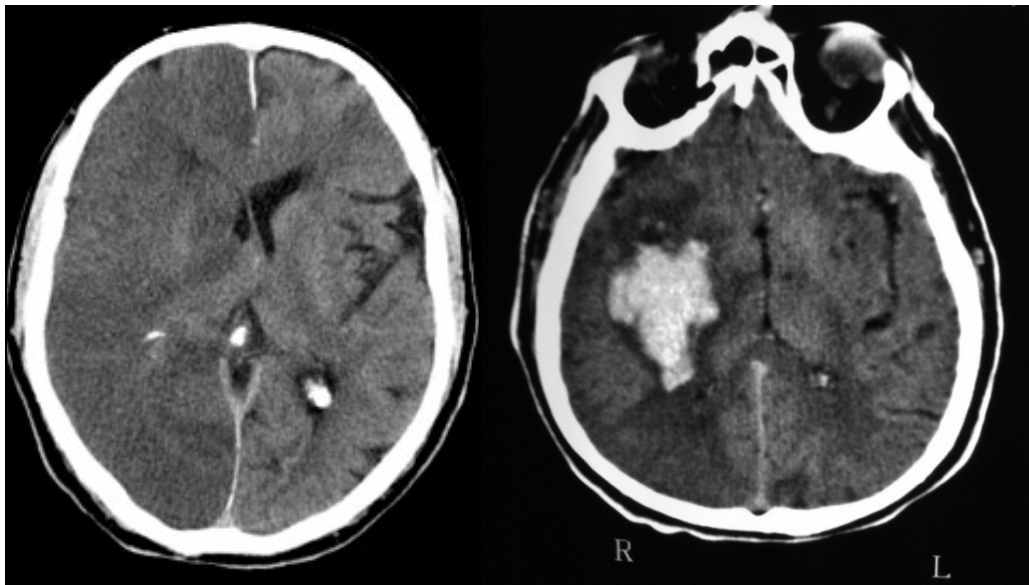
Tomografías Computarizadas con ictus isquémico (a) y con ictus hemorrágico (b).
